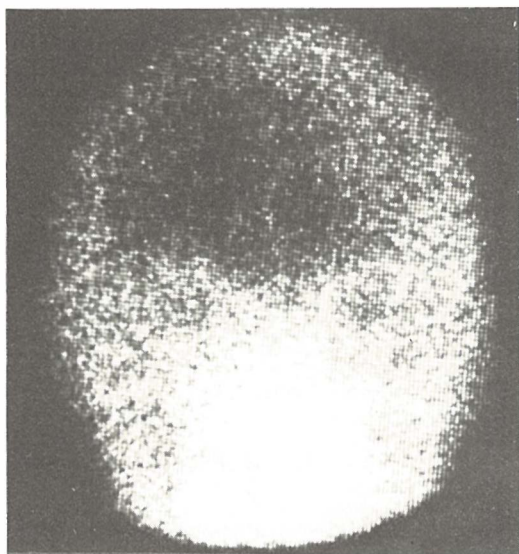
Obostrani subduralni hematom. Detalj sekvencijalnog scintigrama (AP položaj) sa avaskularnom periferijom obe hemisfere.
